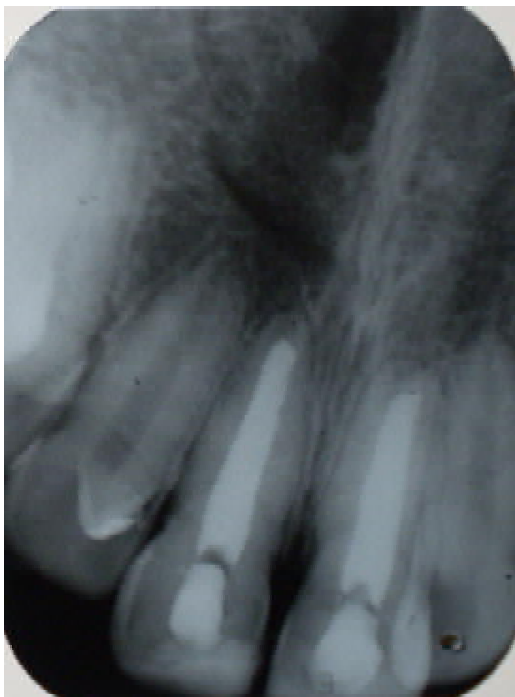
Radiografia da obturação concluída.
